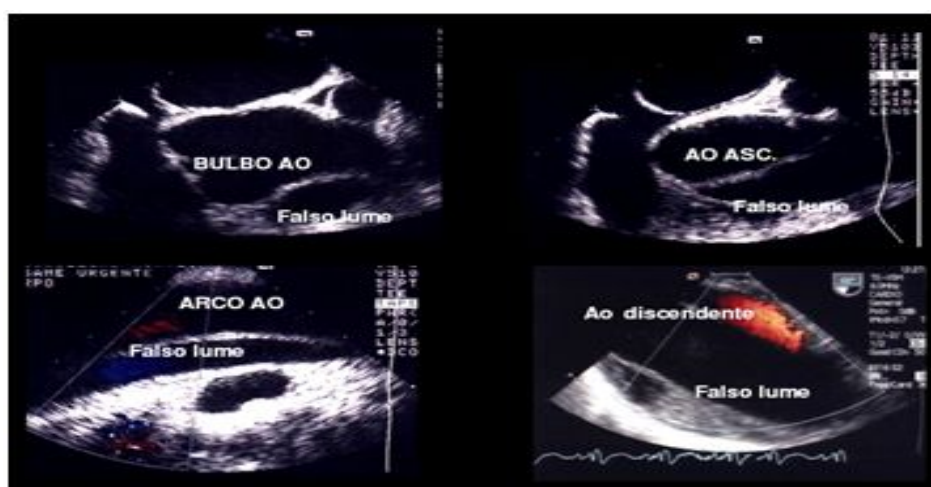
Immagini ecocardiografiche di dissezione aortica
